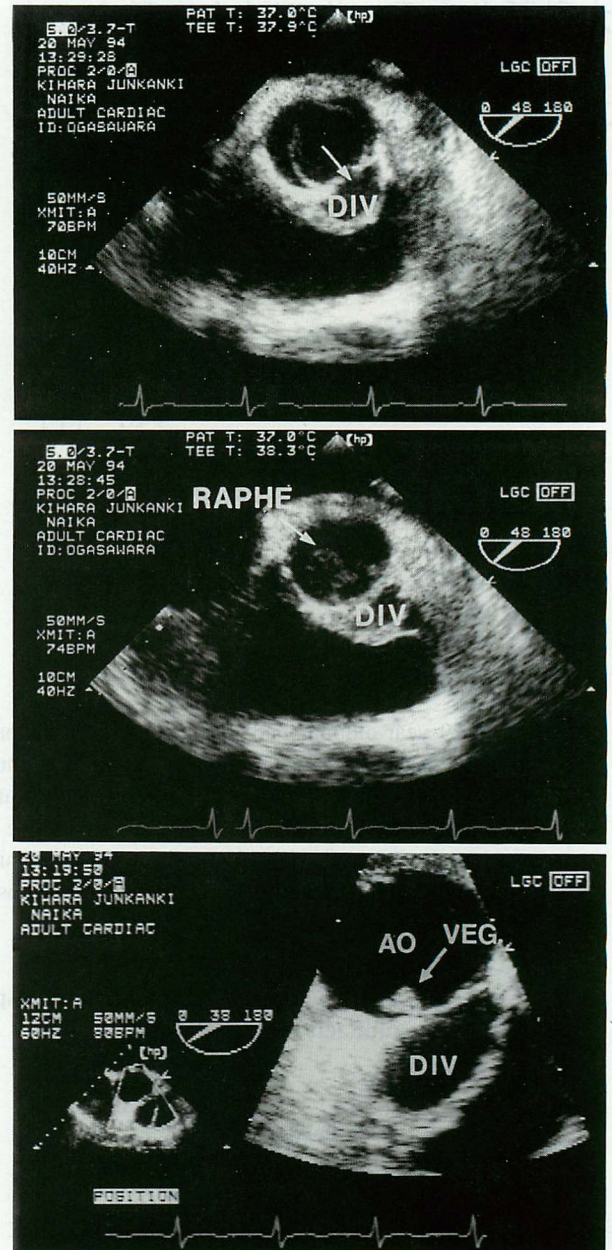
Omniplane transesophageal echocardiograms showing the bicuspid aortic valve and diverticulum (upper) and raphe (middle)
